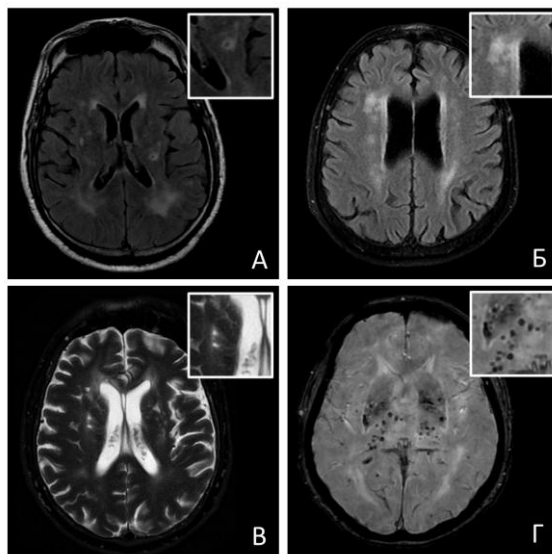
Маркеры церебральной болезни мелких сосудов. А – лакуна (FLAIR), Б – гиперинтенсивность белого вещества (FLAIR), В – расширенные глубинные периваскулярные пространства (T2), Г– глубинные церебральные микрокровоизлияния (SWAN).
